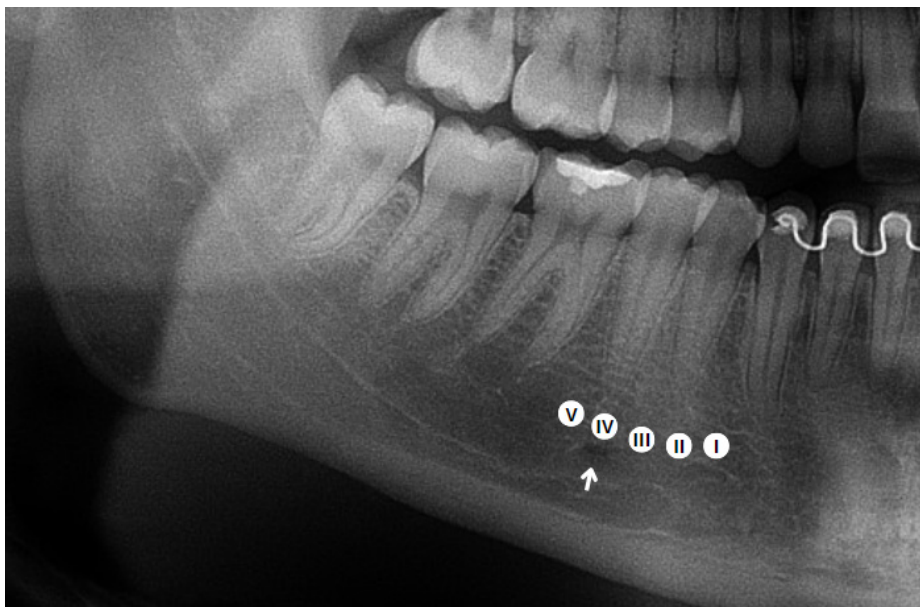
Radiografia panorâmica digital evidenciando o corpo de mandíbula com as posições pré-determinadas (I-V) para a localização do forame mental (seta).
